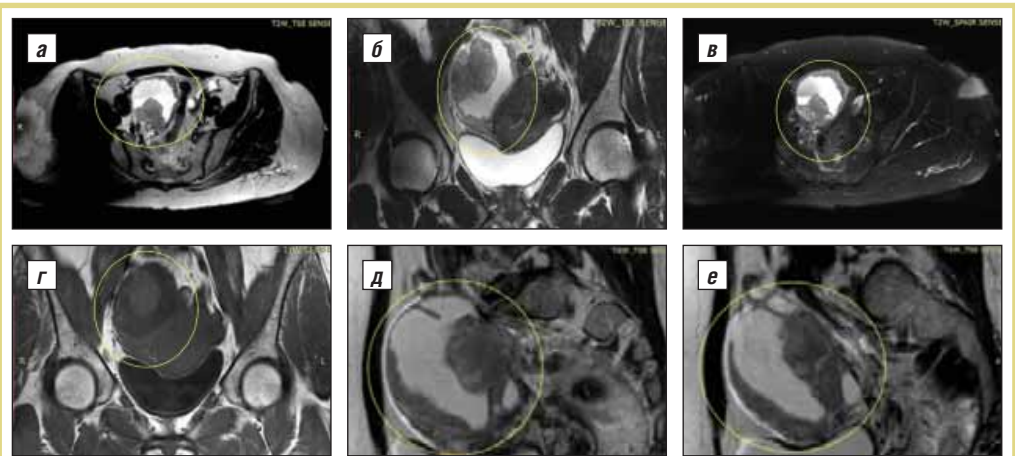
МРТ органов малого таза: а – T2-ВИ аксиальный срез; б – T2-ВИ фронтальный срез; в – T2-ВИ с подавлением сигнала от жировой ткани, аксиальный срез; г – T1-ВИ фронтальный срез; д, е – T2-ВИ сагиттальные срезы на разных уровнях. Визуализируется кистозно-солидное образование (контур), исходящее из правого яичника
